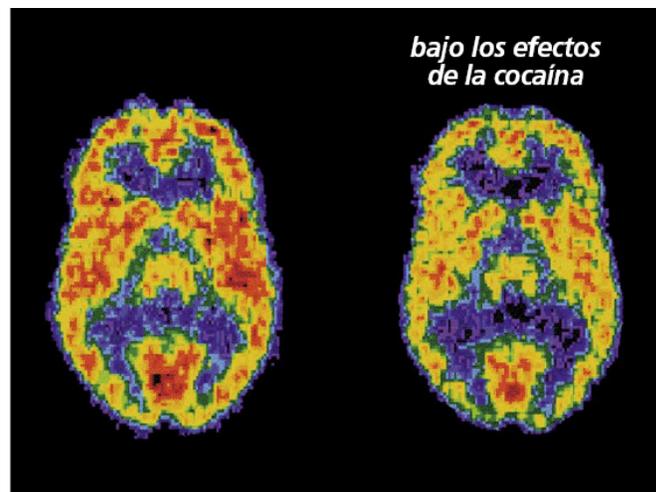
visualización en TAC de los efectos de la cocaína en el cerebro humano
